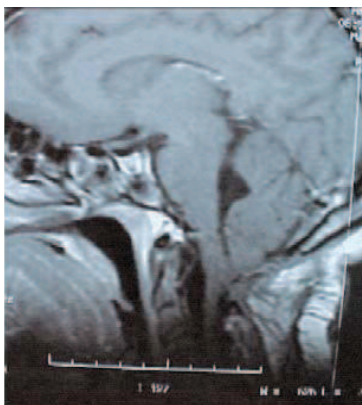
IRM post-opératoire
